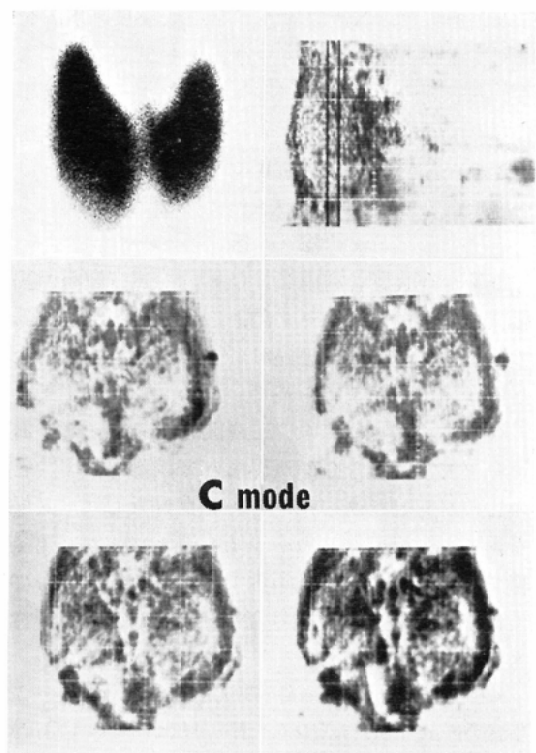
Graves' disease: lower four views are C-mode ultrasonograms of different levels of echo amplitude. Outline of the diffuse goiter is clearly demonstrated in them.
